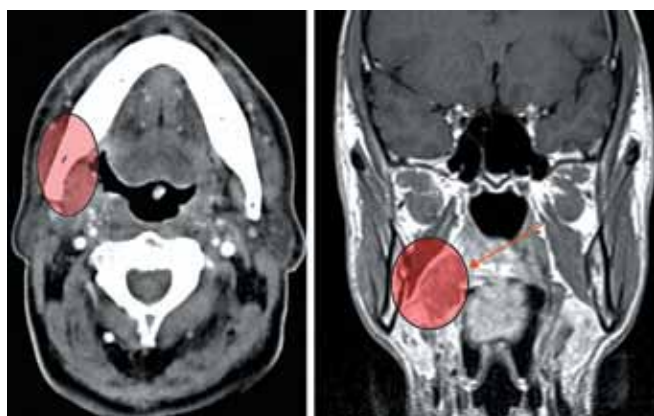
Выбор объема резекции по данным КТ/МРТ
